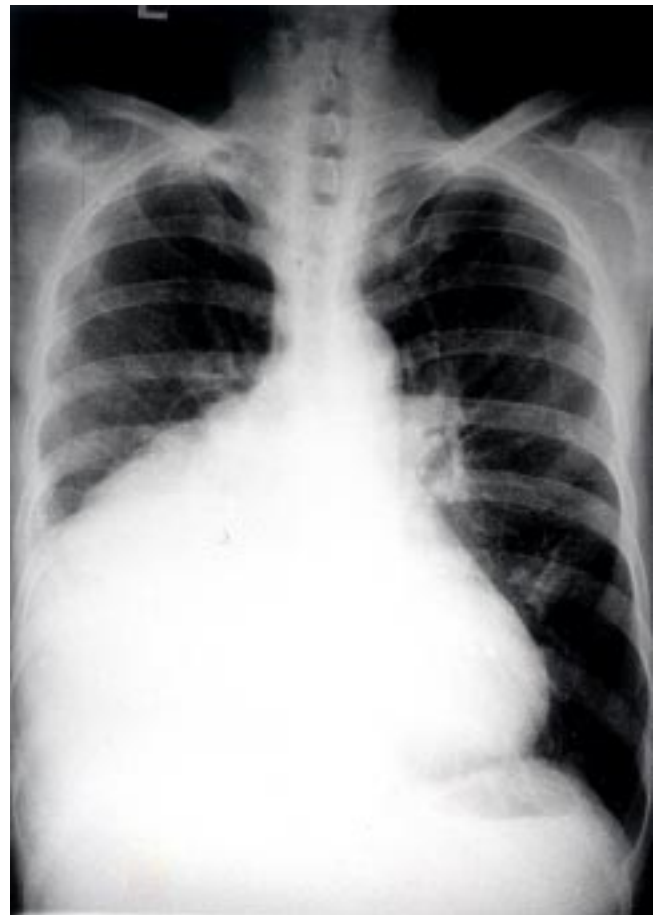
La imagen de telerradiografía de tórax muestra un derrame pleural de predominio derecho y una opacidad anterior pericárdica derecha anterior.
